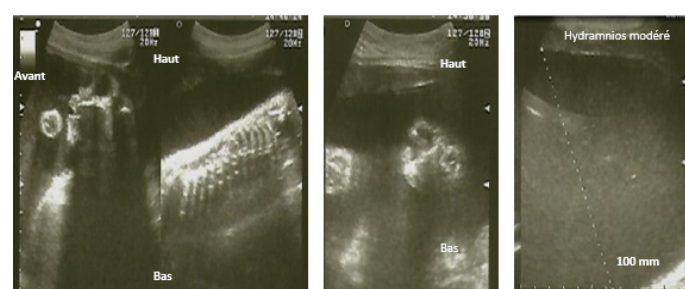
Images échographiques 1 (Source HZK)
